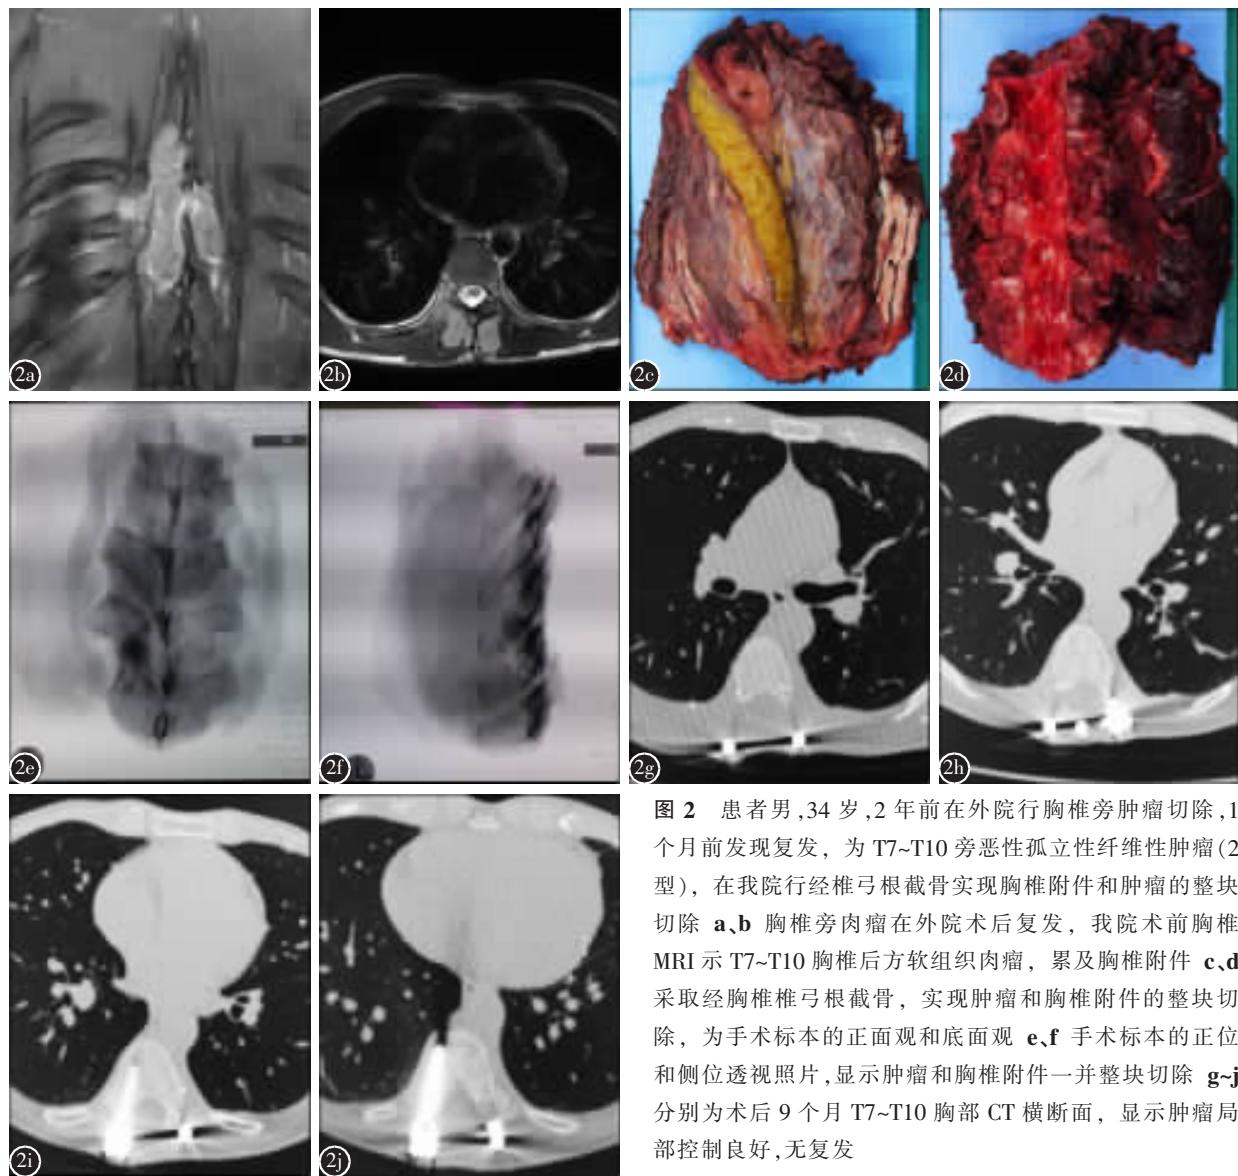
患者男,34岁,2年前在外院行胸椎旁肿瘤切除,1个月前发现复发,为T7~T10旁恶性孤立性纤维性肿瘤(2型),在我院行经椎弓根截骨实现胸椎附件和肿瘤的整块切除 a、b 胸椎旁肉瘤在外院术后复发,我院术前胸椎MRI示T7~T10胸椎后方软组织肉瘤,累及胸椎附件 c、d 采取经胸椎椎弓根截骨,实现肿瘤和胸椎附件的整块切除,为手术标本的正面观和底面观 e、f 手术标本的正位和侧位透視照片,显示肿瘤和胸椎附件一并整块切除 g~j 分别为术后9个月T7~T10胸部CT横断面,显示肿瘤局部控制良好,无复发
